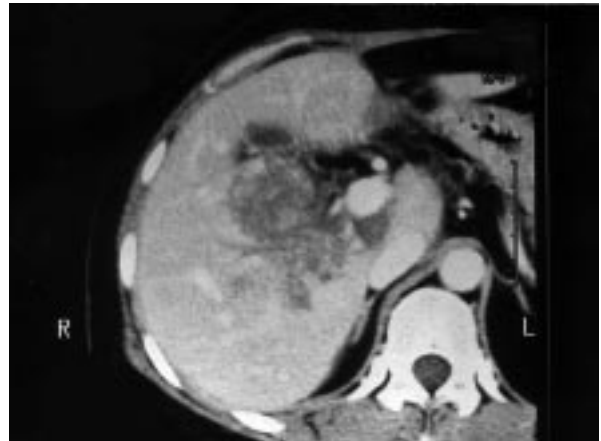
La poursuite des investigations objective en TDM une masse hypodense intrahépatique, hétérogène, en raison de l'opacification des structures vasculaires trophoblastiques en périphérie.
